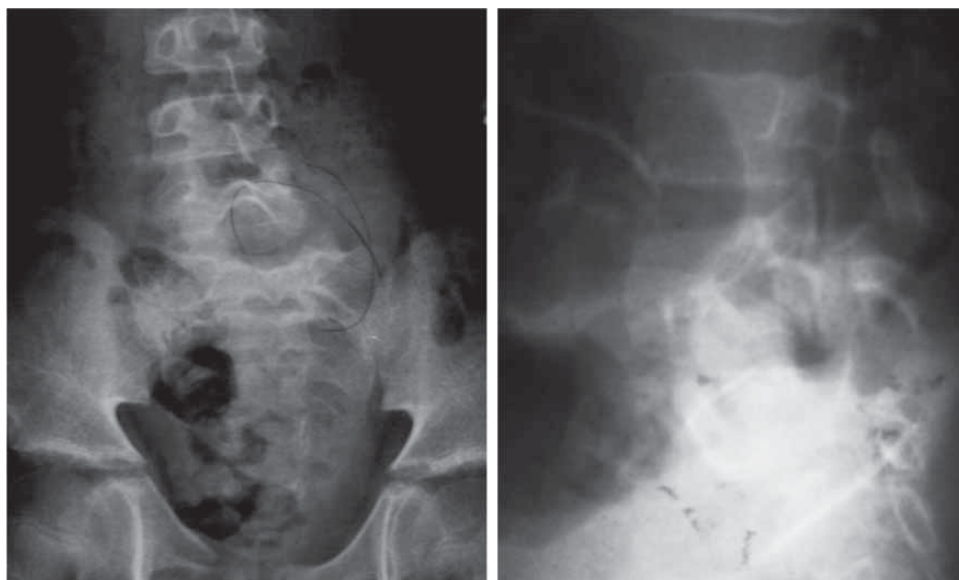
Radiografía AP y lateral de columna lumbar con espondilolistesis L5-S1 y luxación facetaria izquierda.
